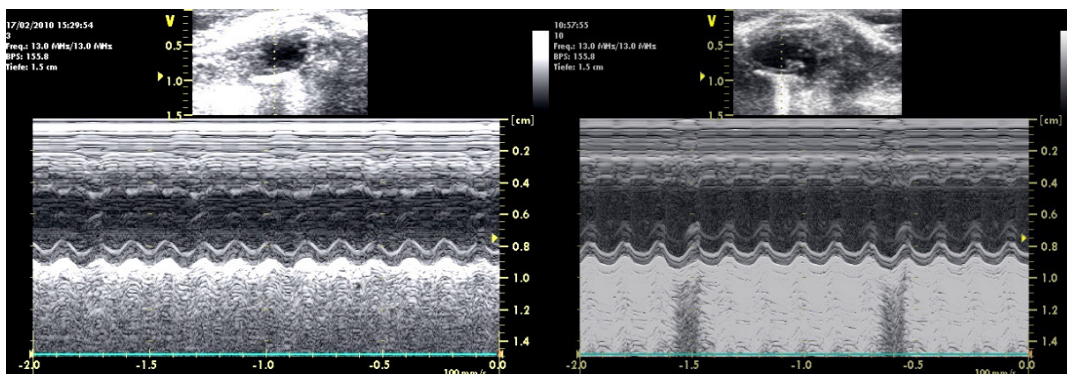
LV-M-Mode, Linksventrikulärer Enddiastolischer/Endsystolischer Durchmesser, parasternale lange Achse, Links: weiblich\_transgenerÜberexpressionstyp\_Jung Rechts: weiblich\_transgenerÜberexpressionstyp\_Alt
